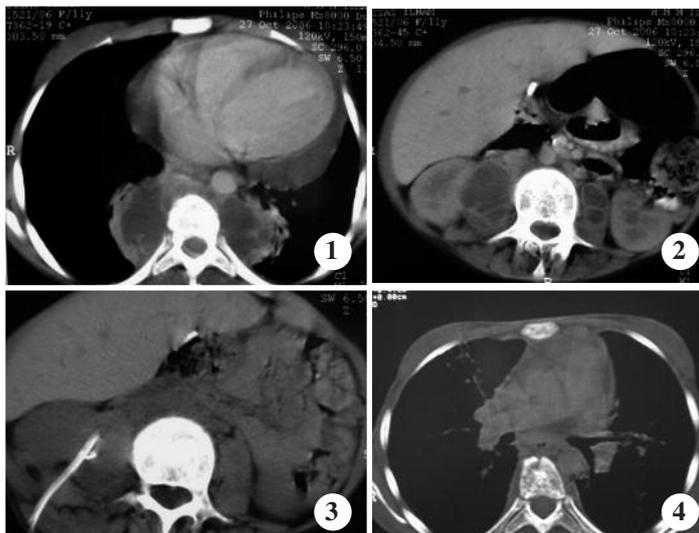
TDM thoracique montrant une collection cloisonnée pré vertébrale avec aspect hétérogène de la vertèbre et épanchement péricardique.
